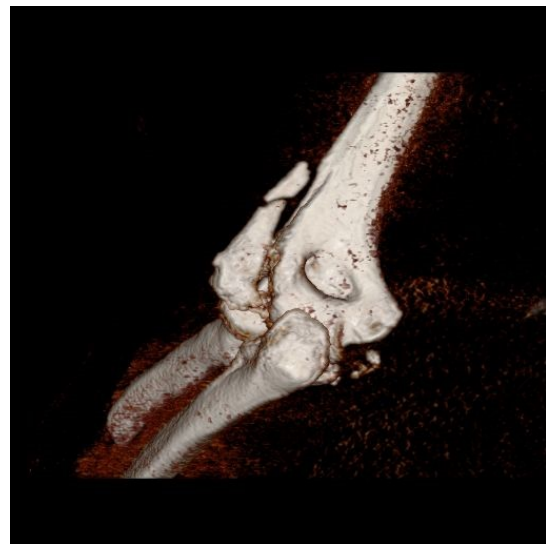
CT-Rekonstruktion, dorsal: B1-Fraktur der Patientin Frau R.
